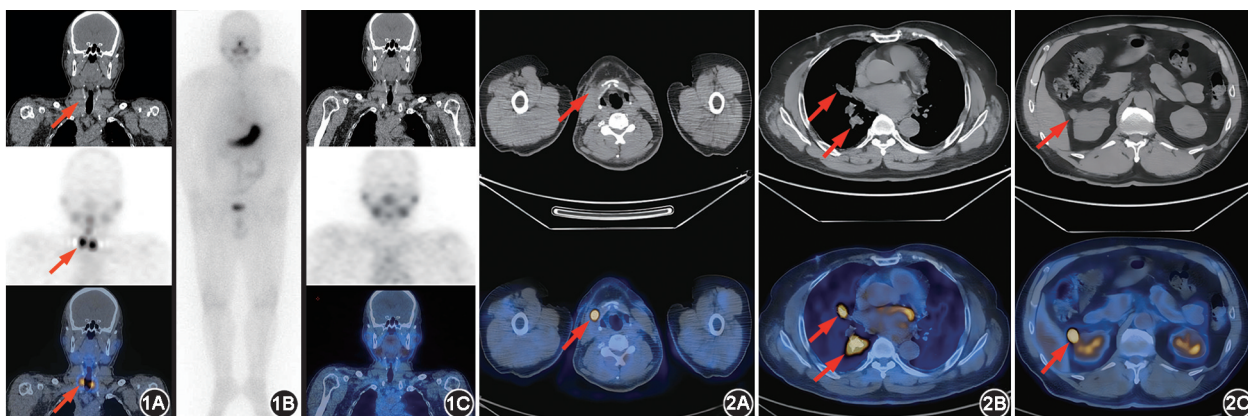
分化型甲状腺癌患者(男, 61 岁)¹³¹I SPECT/CT 显像与全身显像图 1A. 2020 年 7 月 SPECT/CT 显像显示术后残余甲状腺组织(最大者约 0.9 cm×1.0 cm; 箭头示), 余未见异常显像剂浓聚灶; 1B, 1C. 2021 年 5 月¹³¹I 全身平面显像(1B)及颈、胸部 SPECT/CT 显像(1C)显示全身未见异常浓聚灶 图 2 同一患者¹⁸F-FDG PET/CT 显像图 2A. 甲状腺双叶缺如, 未见¹⁸F-FDG 异常摄取; 颈部可见多发淋巴结, 呈代谢增高, SUV_{max} 为 12.2(箭头示); 2B. 双肺可见多发实性结节, 最大者长径约 2.3 cm, SUV_{max} 为 14.1(箭头示); 2C. 右肾可见一等密度结节, 大小约 2.4 cm×1.5 cm×1.8 cm, SUV_{max} 为 19.4(箭头示)
